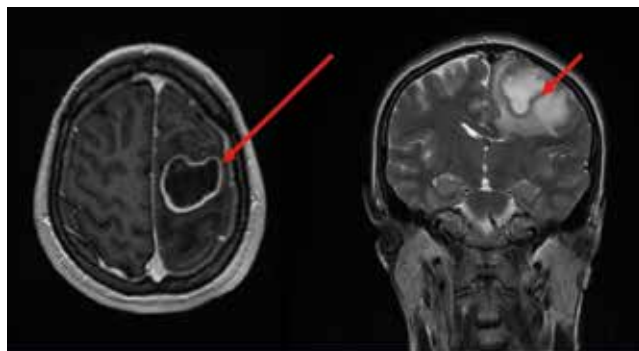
Результаты магнитно-резонансной томографии пациентки
